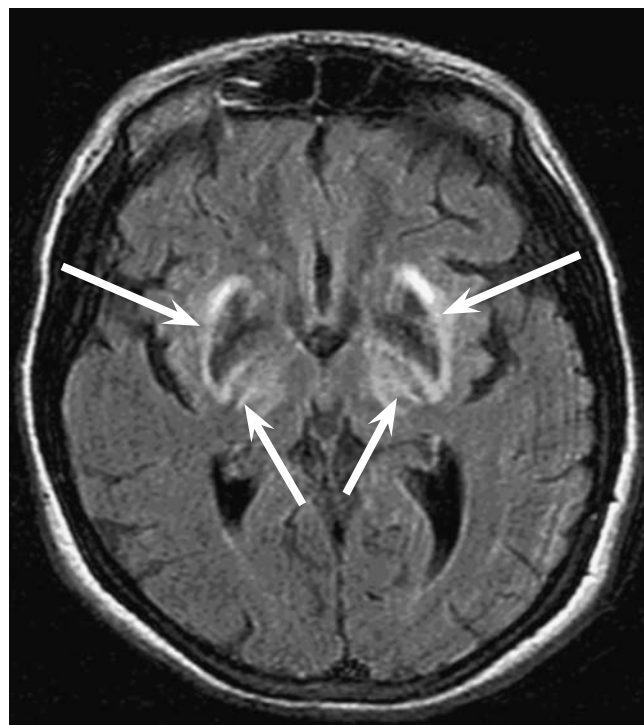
МРТ головного мозга больной М. с диагнозом ГЦД. Снижение МР-сигнала в режиме Flair от чечевицеобразных ядер с двух сторон с повышением сигнала по контуру этих очагов (стрелки)
